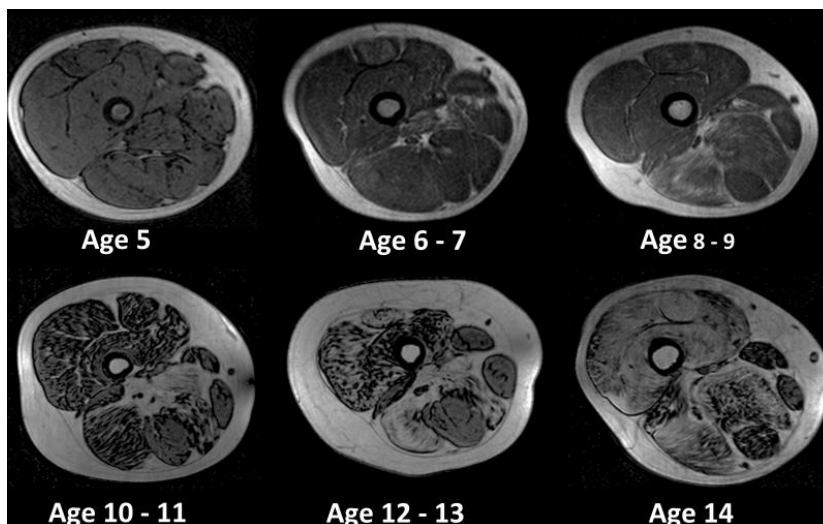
Magnetresonanztomographie des Oberschenkels von Patienten mit DMD im Alter von 5-14 Jahren (62)
